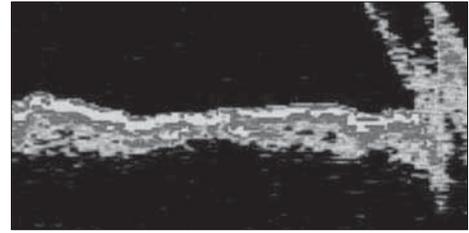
Томограмма радужки больного прогрессирующей атрофией радужки (ОСТ-2000). На передней поверхности плотная ткань.
